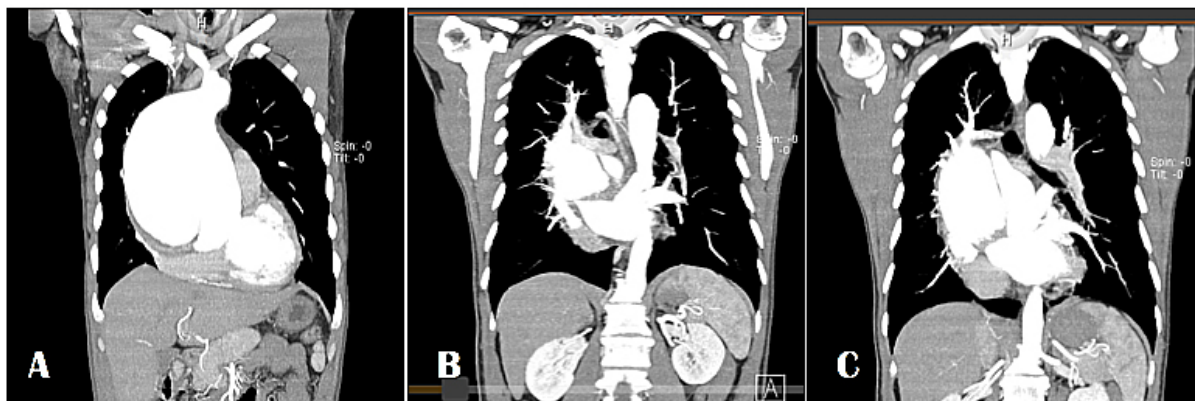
TC. Aneurisma voluminoso de la raíz aórtica que compromete la aorta ascendente que mide 14 x 13 cm, (Imagen A) Flap de disección que separa la luz verdadera de la falsa, dicho flap compromete la raíz aórtica, la aorta ascendente y se extiende hasta el extremo proximal de la aorta descendente (Imagen A y B).
